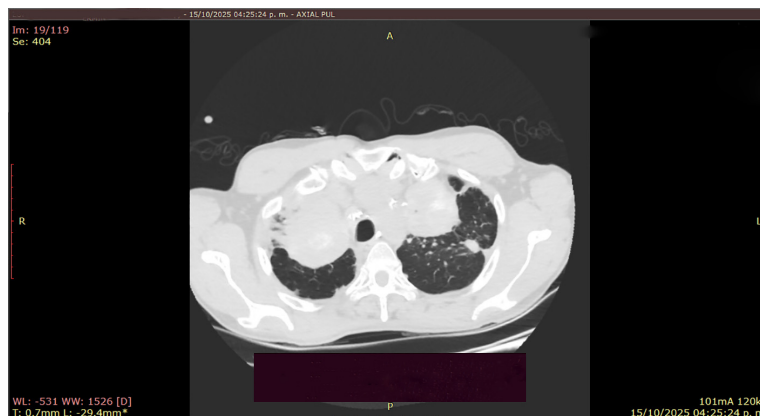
TC de tórax, corte axial, que evidencia la presencia de conglomerados nodulares y masas fibróticas con calcificaciones asociadas, características de la formación de fibrosis masiva progresiva en estadios avanzados de pneumoconiosis.
